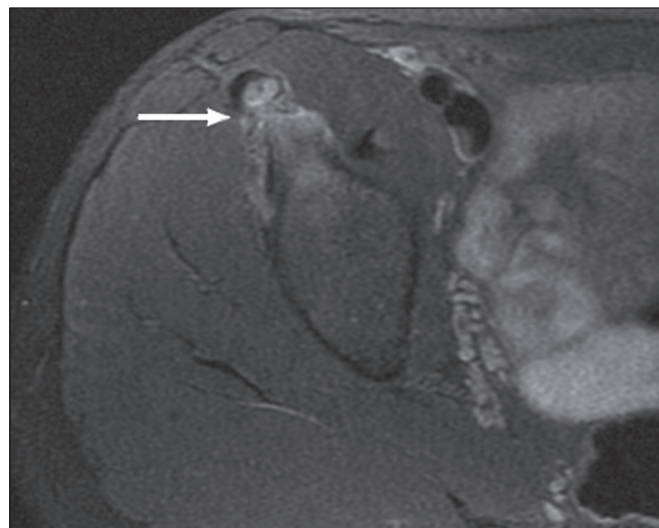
Paciente do sexo masculino, 14 anos. RM axial densidade de prótons fat sat mostrando edema ósseo na espinha íliaca anteroinferior direita.
